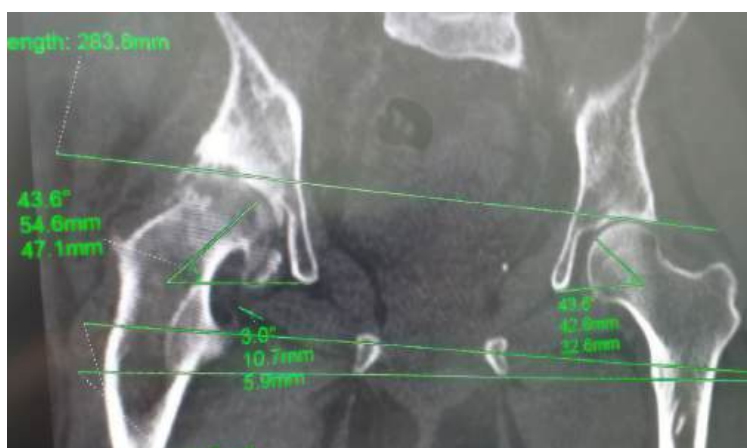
Пример укорочения конечности за счет таза на МСКТ - снимке.
